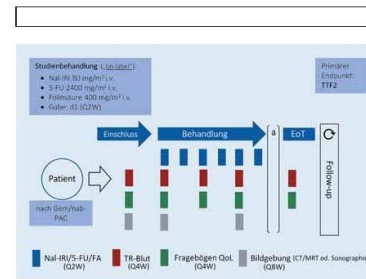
a) Nal-IRI/nanoliposomalles Irinotecan, 5-FU/5-Fluorouracil, TTF2 Zeit bis zum Versagen der Zweitlinientherapie, EOT, end of treatment; FA, Folinsäure, TTR, translational research, QoL, quality of life; CT, Computed Tomography, MRT, Magnetresonanztomographie; *Behandlung bei PD, Rückzug der Einwilligung, Toxizität oder Tod
